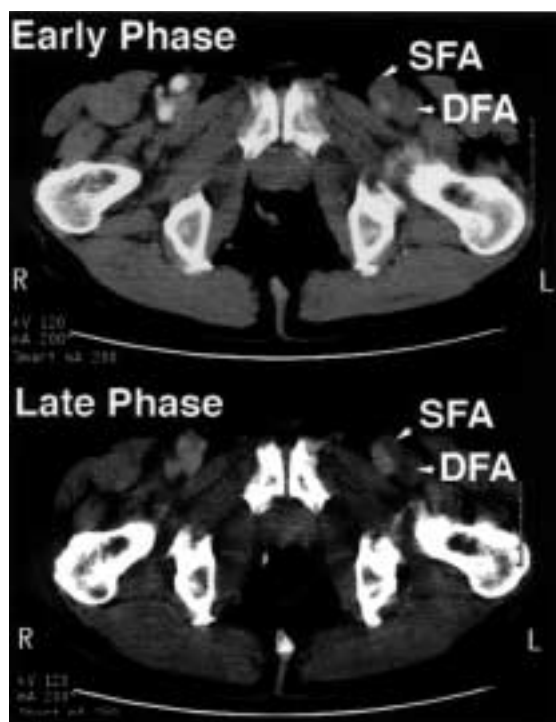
Computed tomography scanned after injection of contrast agent
